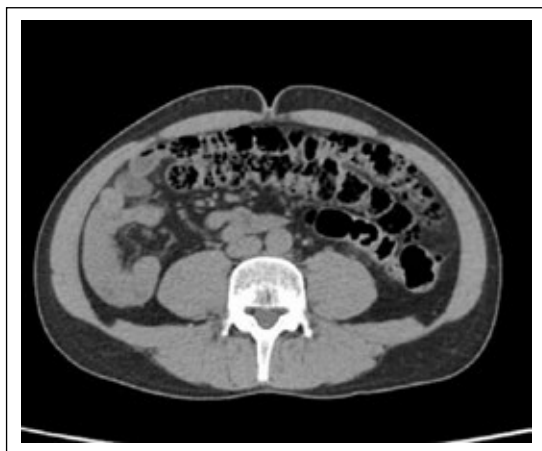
Tomografía de abdomen contrastada (corte axial) con evidencia de cambios inflamatorios significativos dentro de la grasa mesentérica que rodean el ciego y el engrosamiento de la pared del ciego que se encuentra rotado en la fosa ilíaca izquierda.
